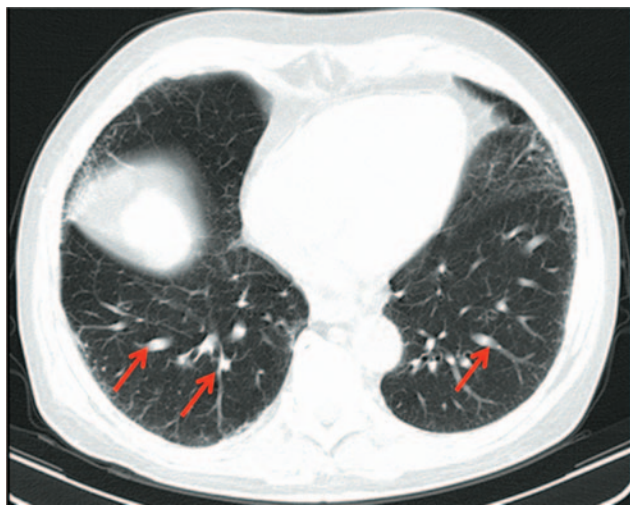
ГПС у мужчины 61 года. На КТ легких в нижних отделах видны расширенные дистальные артерии.
